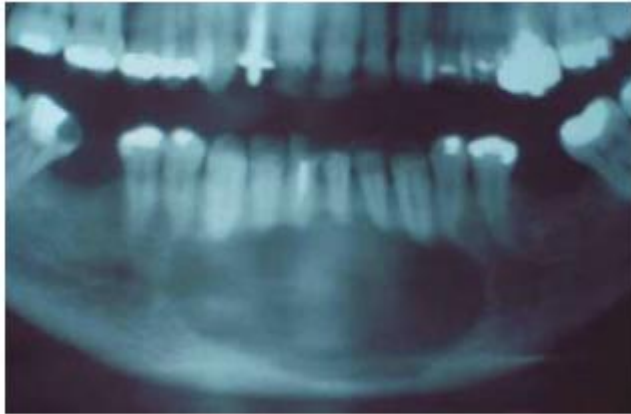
Radiografia panorâmica pré-operatória mostrando extensa área cística em região de sínfise mandibular
